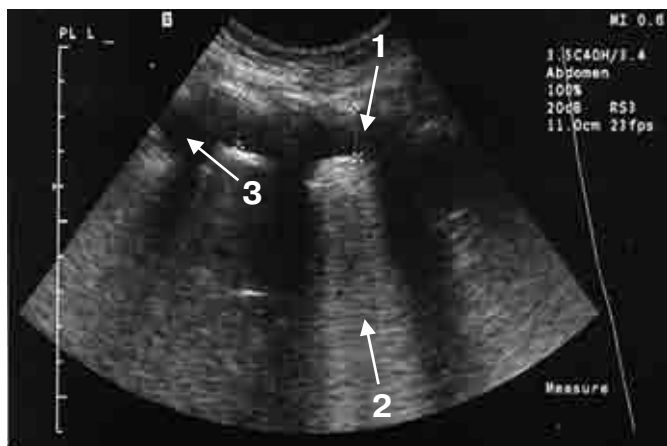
Ультразвуковая томограмма: опухолевоизмененная плевра слева (В-режим).
